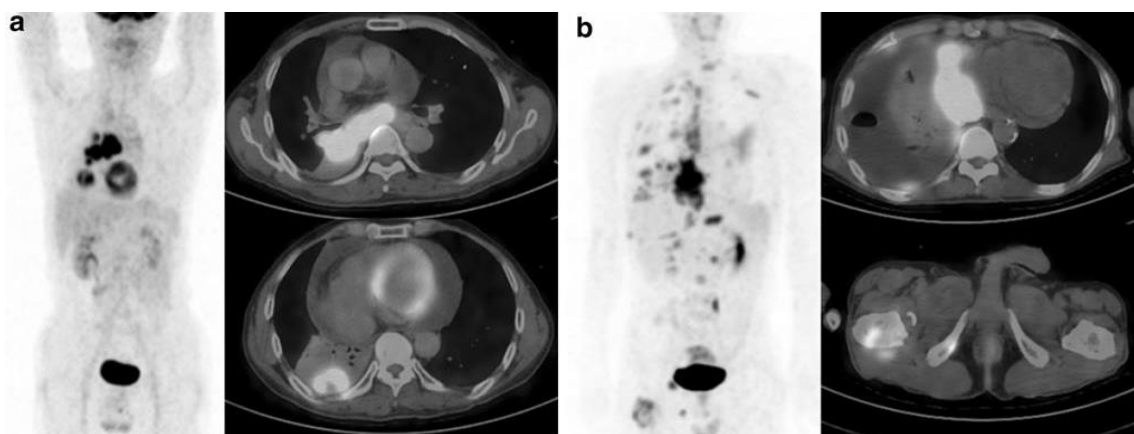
Imágenes PET/TC en pacientes con estadio IV de cáncer de pulmón. A) VMT 62.6 y TLG 452.9. Supervivencia global 44 meses. B) VMT 458.5 y TLG 1,782.1. Supervivencia global 10,3 meses. Chung HW, Lee KY, Kim HJ, Kim WS, So Y. FDG PET/CT metabolic tumor volume and total lesion glycolysis predict prognosis in patients with advanced lung adenocarcinoma. *J Cancer Res Clin Oncol*. 2014;140:89–98
